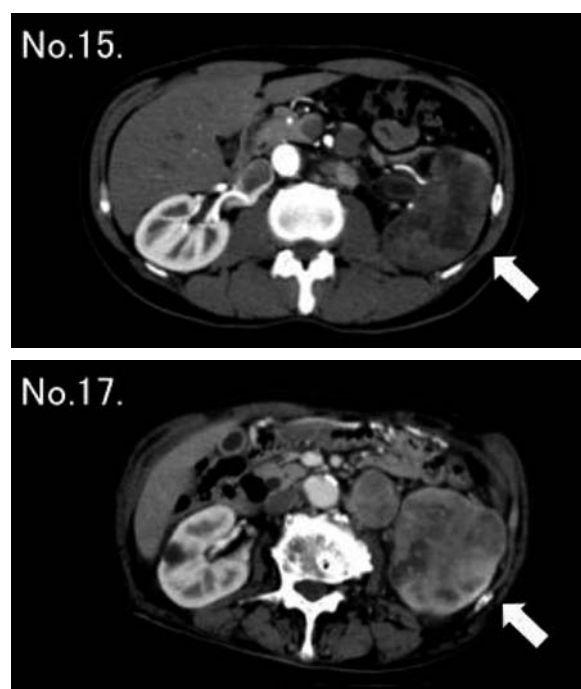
Enhanced abdominal CT finding (arrow: tumor). No 15 and 17 patients could not be diagnosed by needle biopsy and were diagnosed by operation as urothelial carcinoma.
